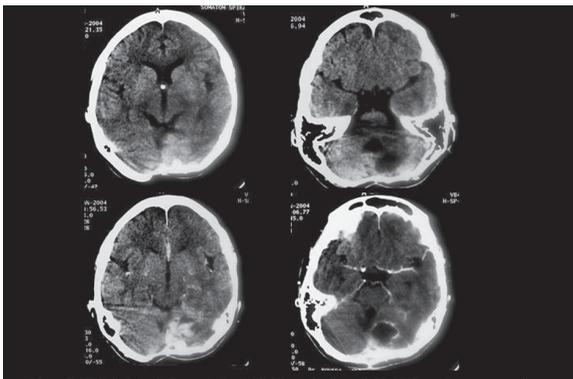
TAC simple (arriba) y contrastado (abajo) practicado en el año 2004, en el que se encuentra masa intraaxial hiperdensa, con realce moderado. Tiene nuevo componente quístico intralesional y efecto compresivo (imágenes sugestivas de recaída).
